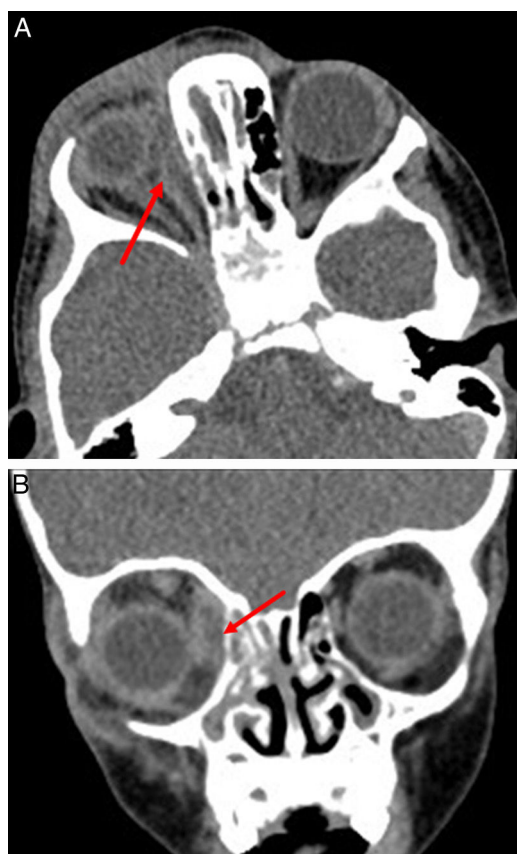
Imágenes que corresponden a una TC de senos en una niña de un año. A) Corte axial de TC de senos en la que observamos una colección subperióstica de localización medial derecha tributaria de tratamiento conservador. B) Cortes coronales de la misma paciente.
